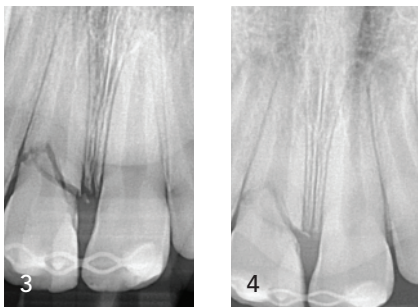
Kleinröntgenbilder und DVT-Ausschnitte des Oberkieferfrontzahnbereiches mit deutlich sichtbarem tief subkrestalem Frakturverlauf.
